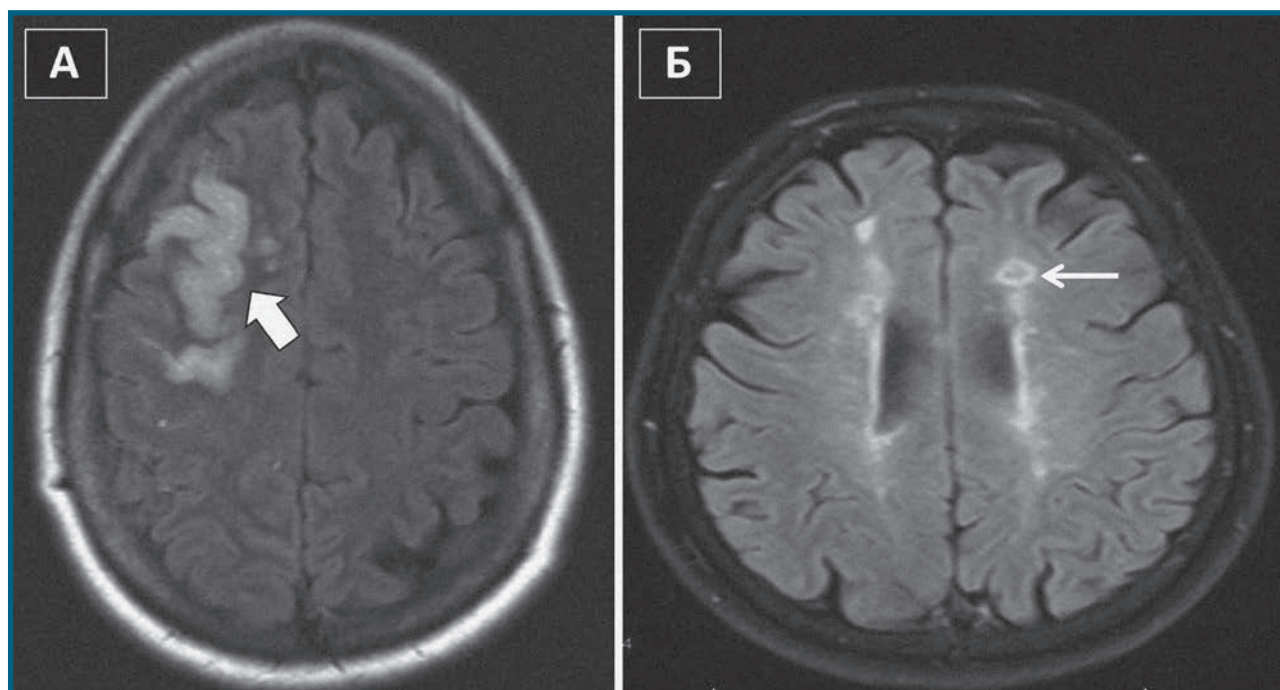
МРТ мозку при неемболічних інсультах (відновлена інверсія з поверненням рідини). А – Товста стрілка вказує на набряк у зоні інфаркту на межі басейнів правих передньої та середньої мозкових артерій у жінки середнього віку з цефалгіями. Б – Тонка стрілка вказує на лакунарні інфаркти в лівій фронтальній паравентрикулярній ділянці у пацієнта з артеріальною гіпертензією (за Dr Benjamin A. Cohen, Department of Radiology, New York University Langone Medical Center).
